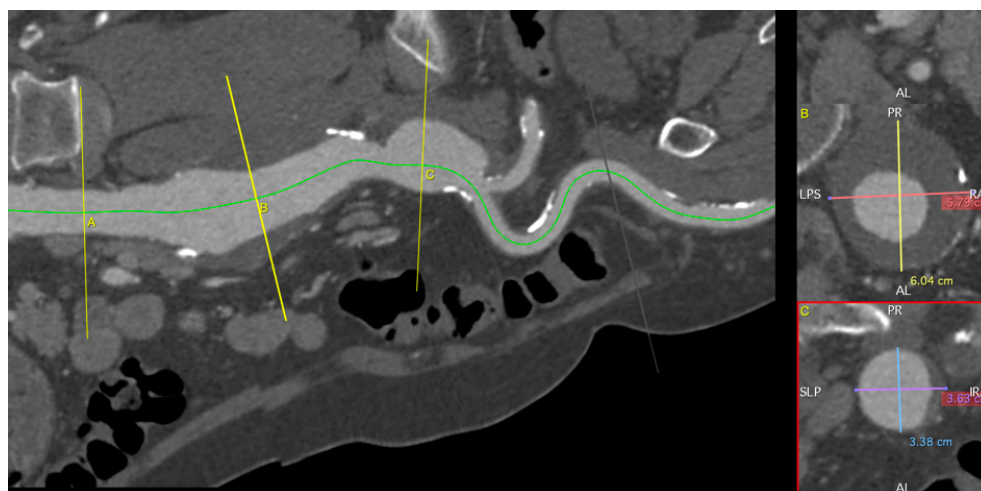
МСКТ-аортография от 28.04.2018 г.: линия «брюшная аорта – левая наружная подвздошная артерия»
